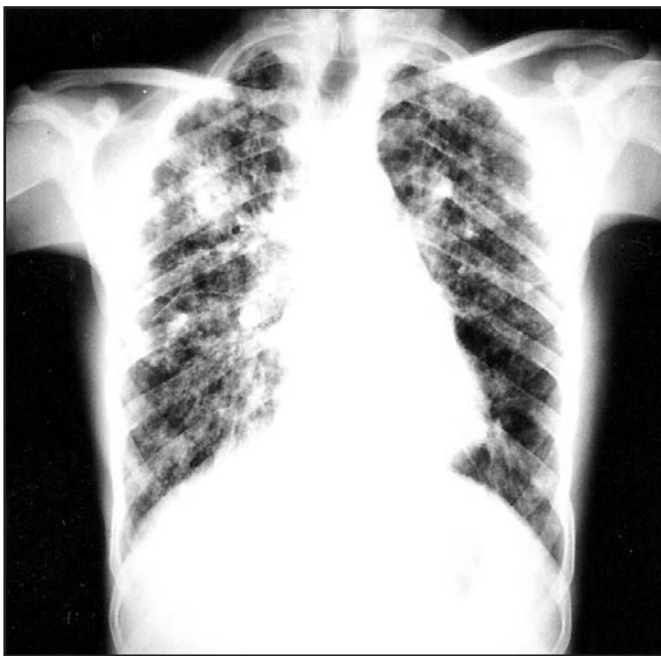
Radiografia de tórax em PA: áreas difusas de consolidação do espaço aéreo, mais visíveis em hemitórax direito; infiltrados com espessamento do interstício peribroncovascular e áreas de opacificações nodulares sugestivas de fibrose.
